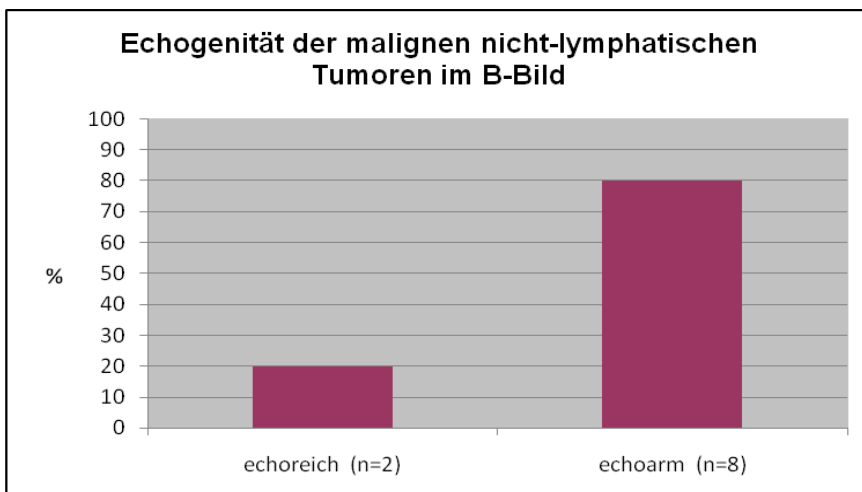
Darstellung der malignen nicht-lymphatischen Tumoren des Mediastinums mit echoreichem (n=2) und echoarmen (n=8) Erscheinungsbild in der B-Bild-Sonographie (in %)
